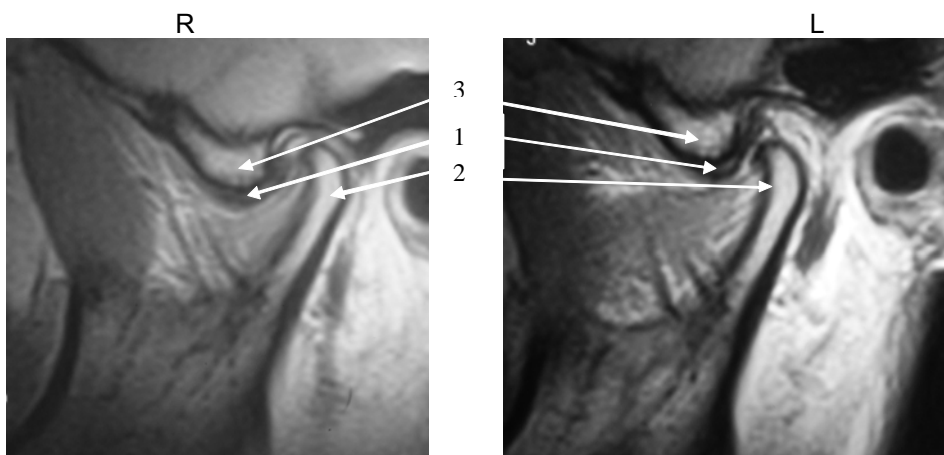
Хвора К. МРТ лівого суглоба в косій сагітальній проекції у звичній оклюзії: 1-суглобовий диск; 2-голівка нижньої щелепи; 3-суглобовий горбик
